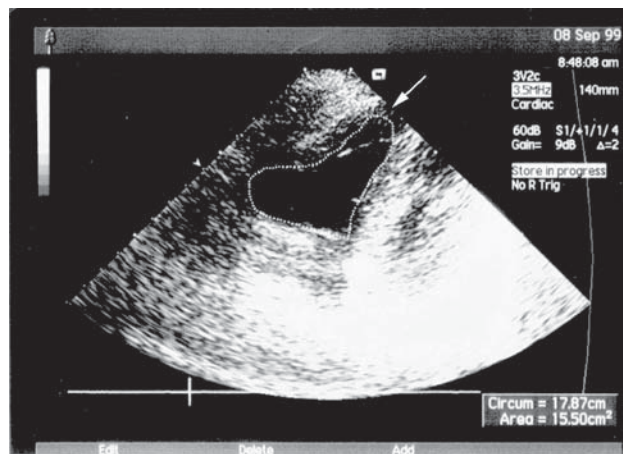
Эхокардиограмма.
